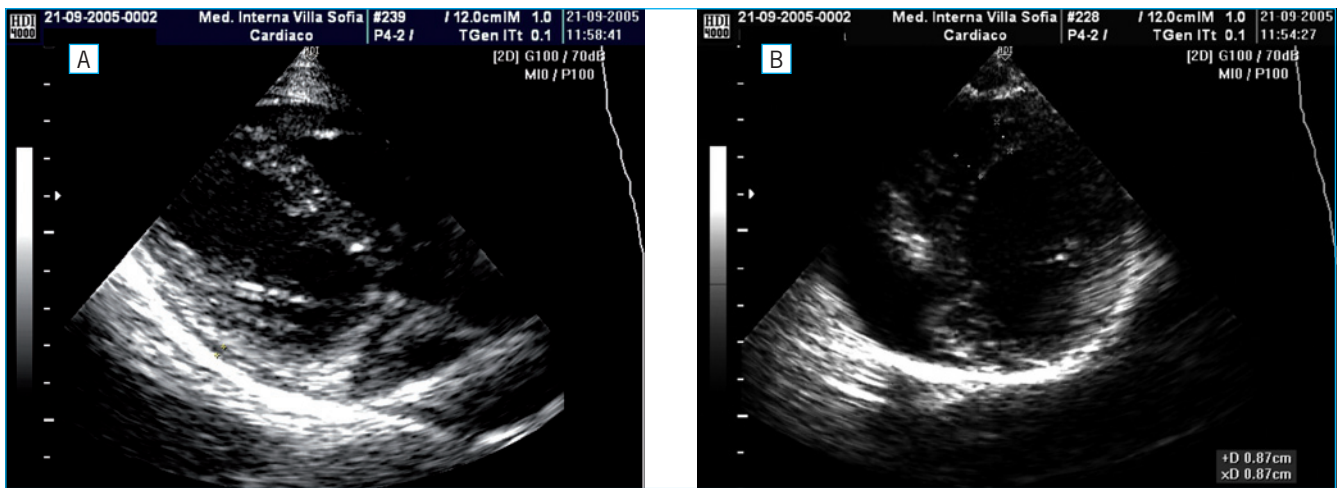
A-B: l'ecocardiogramma a 5 mesi mostra la scomparsa del versamento pericardico e il miglioramento della massa ventricolare
